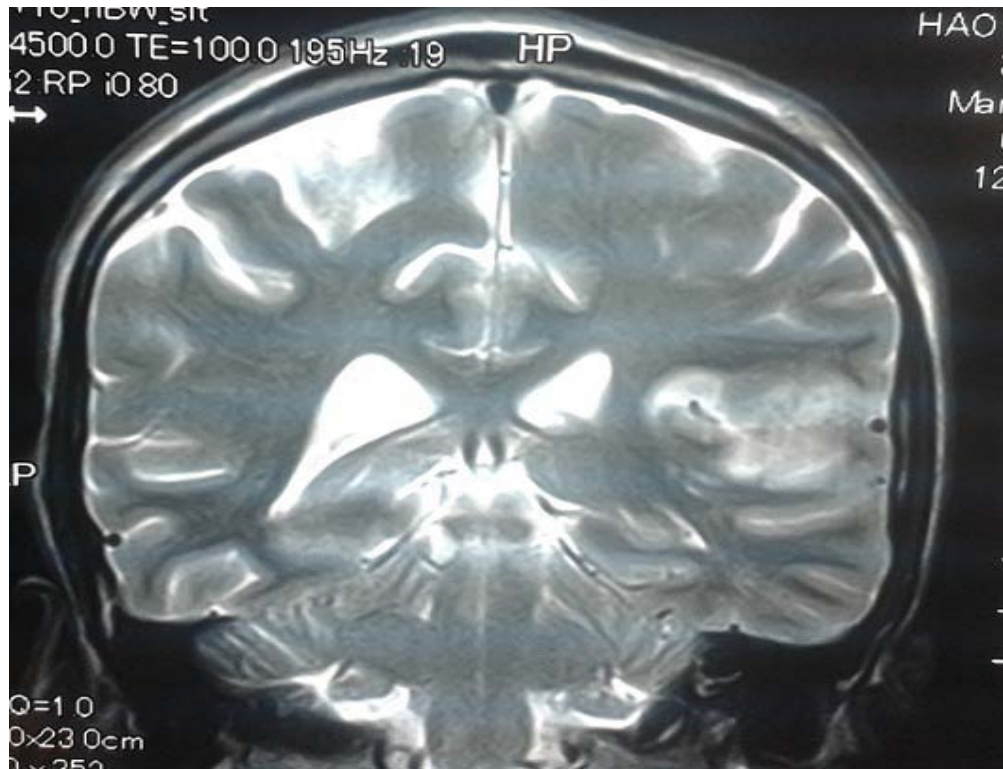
IRM cérébrale coupe coronale séquence pondérée T2 montrant un épaississement et un hyper signal T2 du cortex de l'insula gauche et du cortex adjacent[44].
